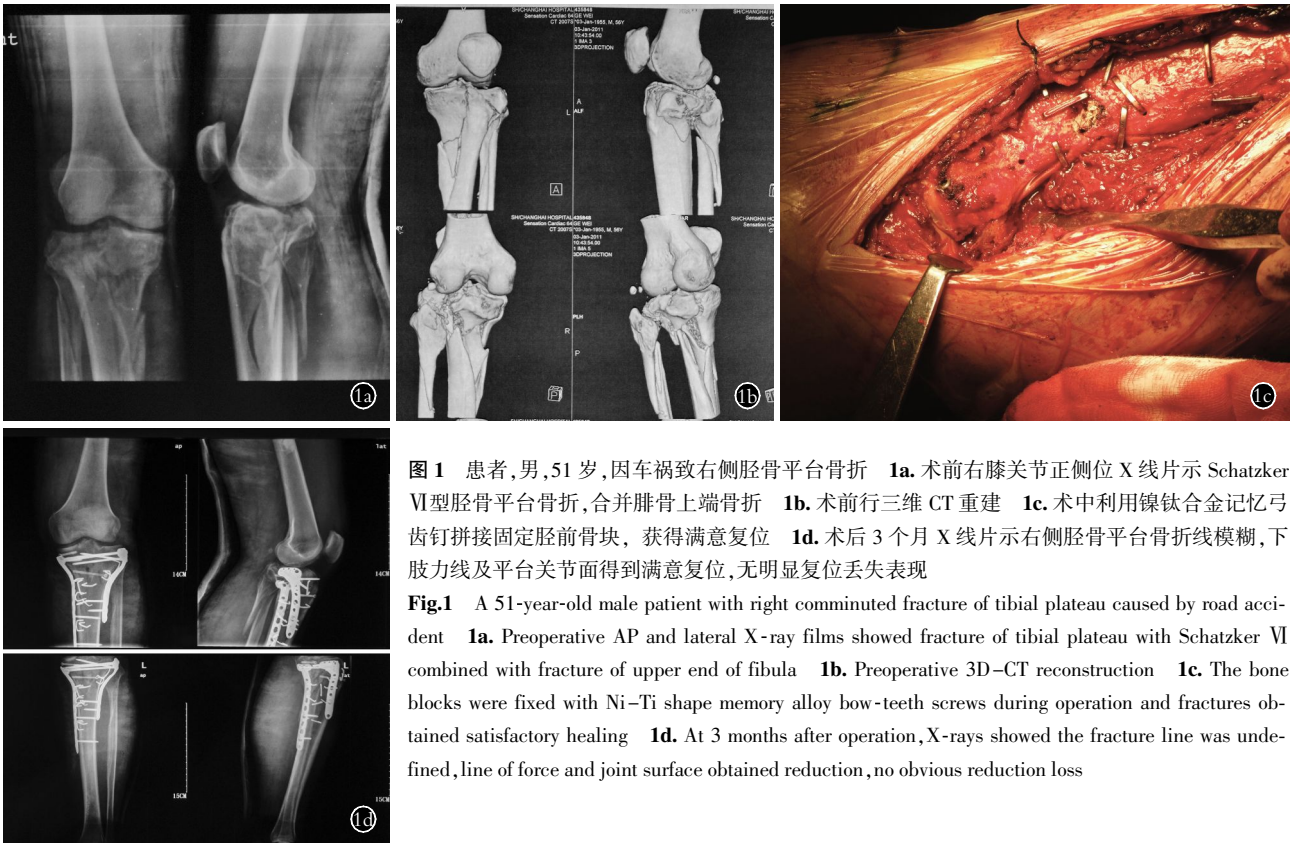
患者,男,51 岁,因车祸致右侧胫骨平台骨折 1a. 术前右膝关节正侧位 X 线片示 Schatzker VI 型胫骨平台骨折,合并腓骨上端骨折 1b. 术前行三维 CT 重建 1c. 术中利用镍钛合金记忆弓齿钉拼接固定胫前骨块,获得满意复位 1d. 术后 3 个月 X 线片示右侧胫骨平台骨折线模糊,下肢力线及平台关节面得到满意复位,无明显复位丢失表现
